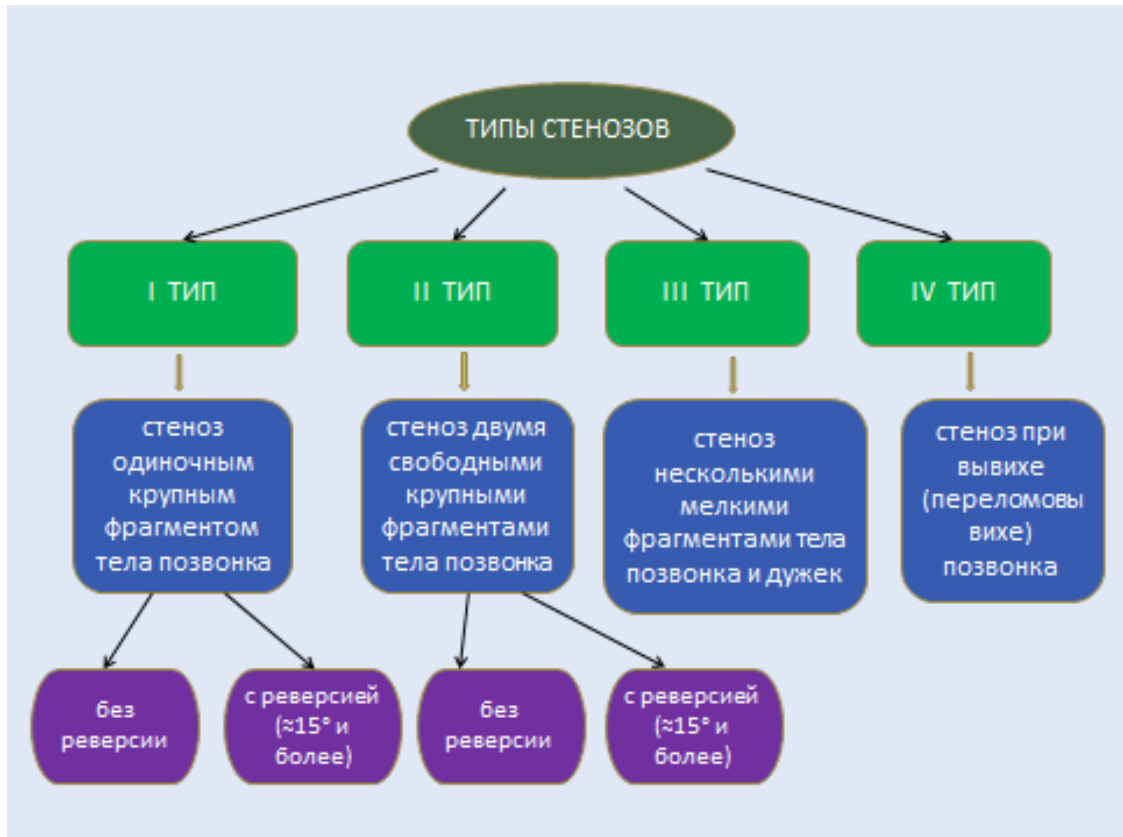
Морфологические причины травматического стеноза позвоночного канала в повреждённых ПДС по данным КТ или (и) МРТ.
